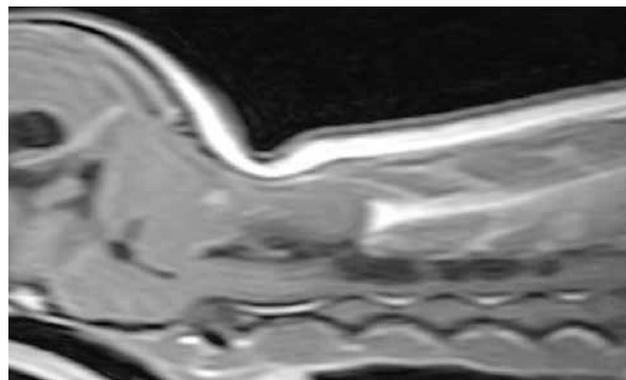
MRI T1 強調 頸椎 sagittal 画像。
